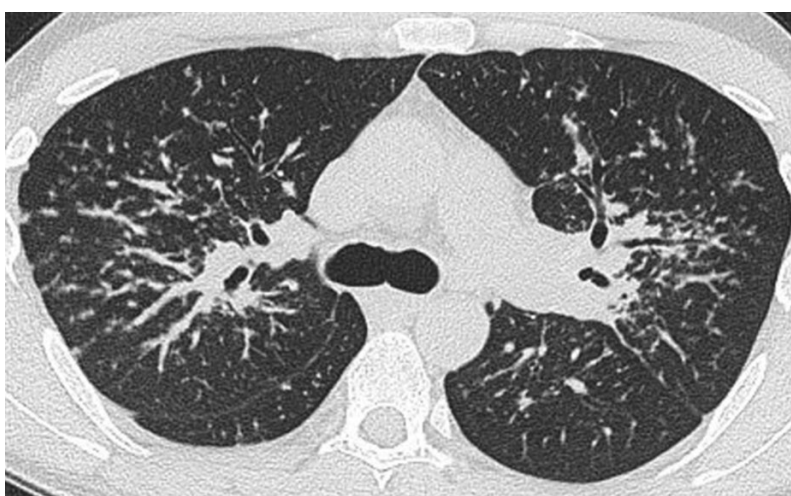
Scansione assiale di TC torace: multipli noduli polmonari sia centrolobulari che subpleurici in paziente con nota sarcoidosi.
